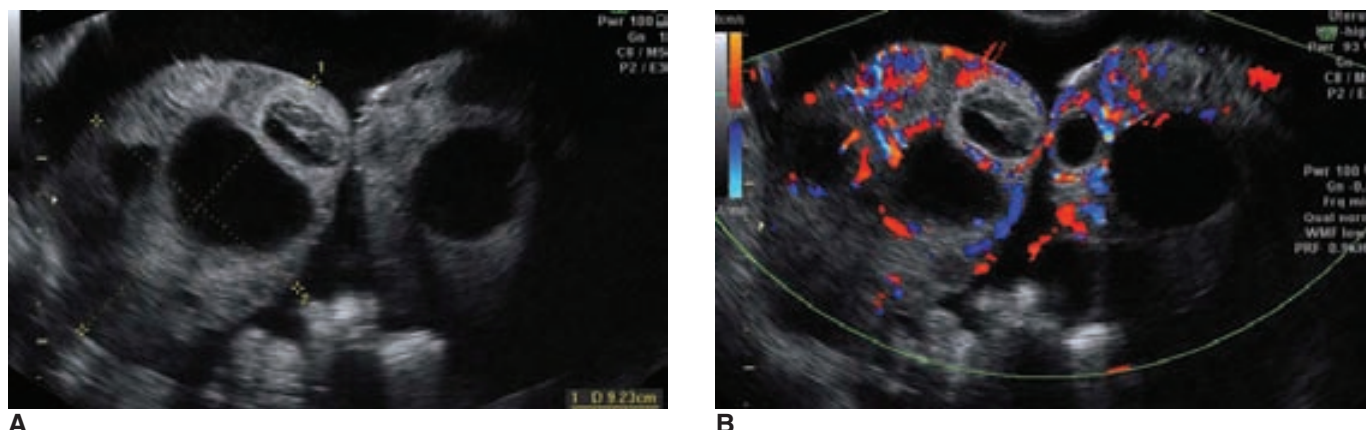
A, Ecografía transvaginal de los ovarios con múltiples quistes grandes secundarios a un síndrome de hiperestimulación ovárica. Los ovarios se encuentran hipertóxicos y se reúnen en la línea media. Estos ovarios se encuentran rodeados por líquido de ascitis. B, A menudo se realiza una ecografía transvaginal con Doppler de color para excluir la posibilidad de torsión en estas pacientes.
